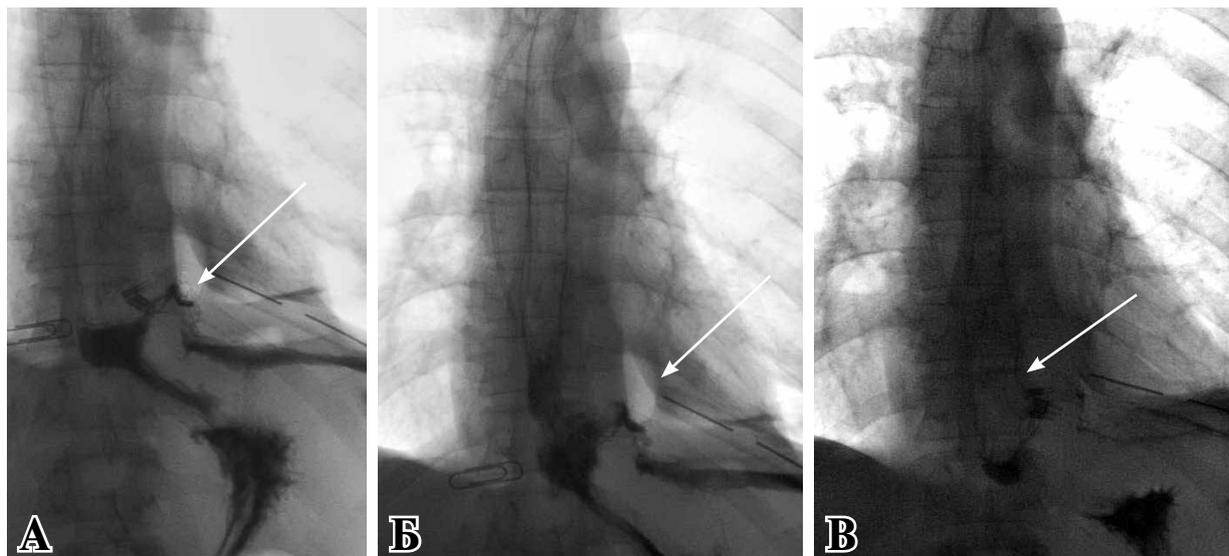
Рентгенограмма груди. Рентгенконтрастное исследование пищевода в динамике через 1 (А), 2 (Б), 3 (В) недели после клипирования пищеводно-плеврального свища, уменьшение размеров
